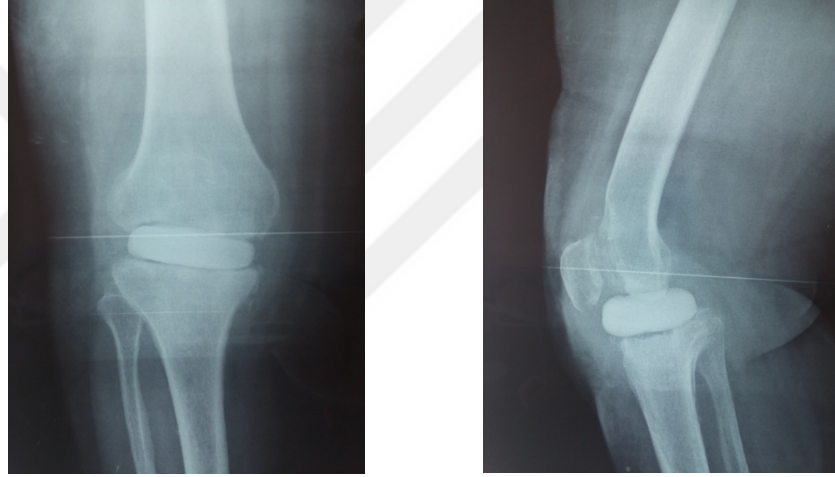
04/2013 spacer sonrası grafisi
